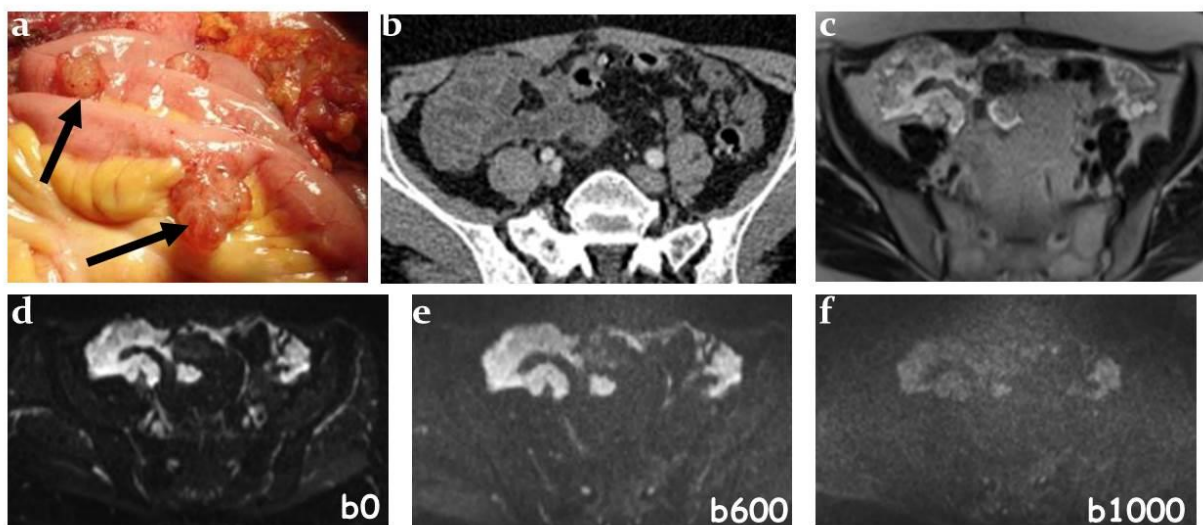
Patient de 67 ans avec PMP de bas grade. a. vue chirurgicale : multiples implants autour du tube digestif. b. TDM : faible contraste des lésions qui sont difficiles à distinguer des anses digestives normales. c. images pondérées en T2 single shot montrant les lésions antérieures au tube digestif en hypersignal. d, e, f. décroissance du signal au sein de la mucine lorsque la valeur de b augmente. La séquence lorsque $b=0$ est particulièrement sensible pour détecter les implants en hypersignal.
